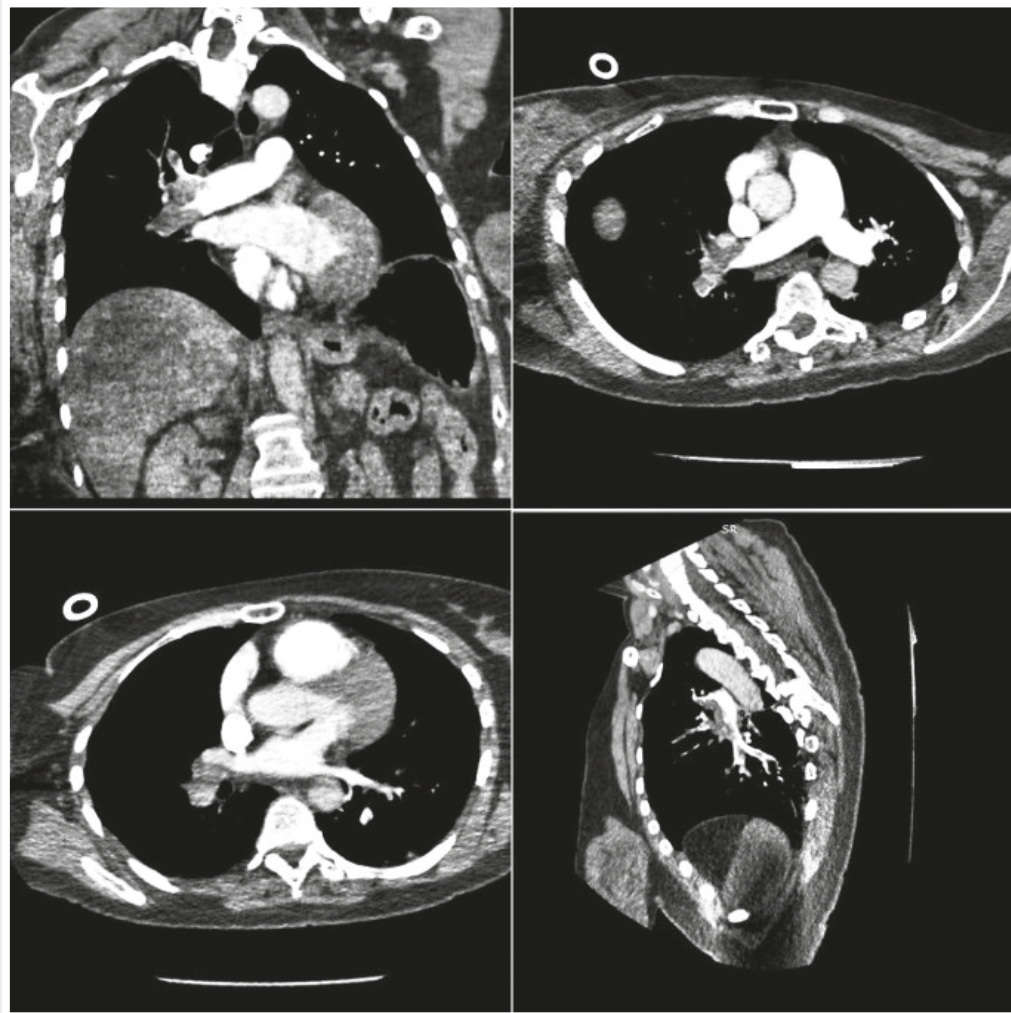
КТ-ангіограма, де візуалізовано дефекти наповнення систем правої та лівої легеневої артерій.
